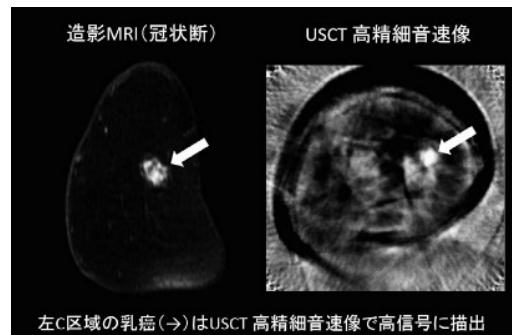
日立製作所ヘルスケアビジネスユニットで開発中の超音波CTによる音速像（文献[8]より抜粋）
